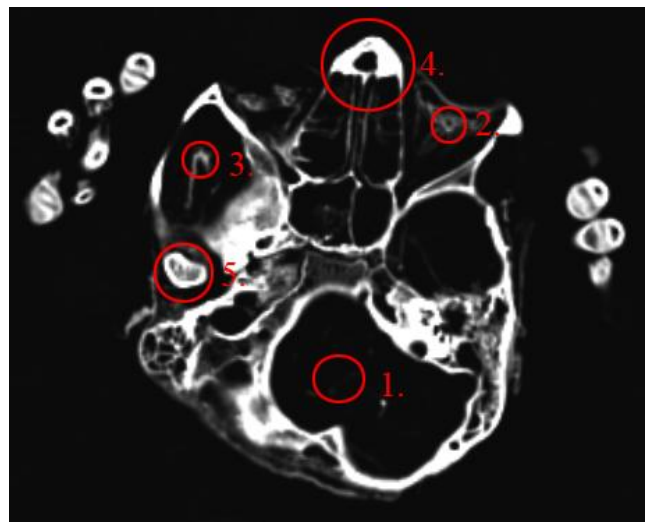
Peru, Bild 4, CT
